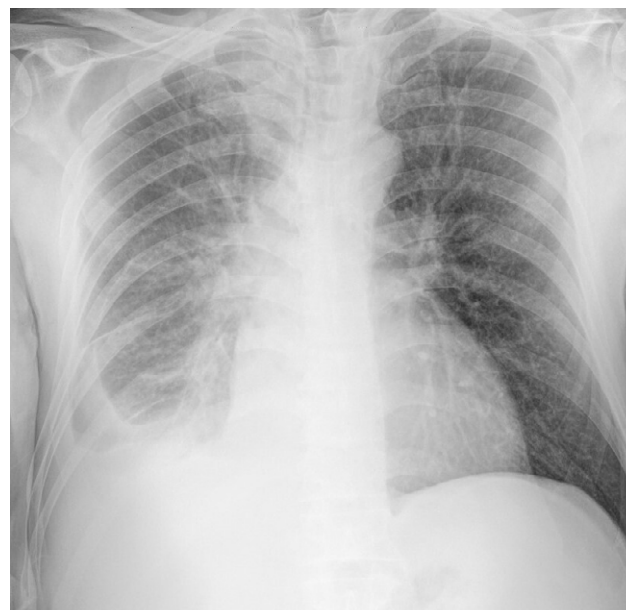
Radiografia de tórax pósterio-anterior (PA). Derrame pleural na base à direita.
